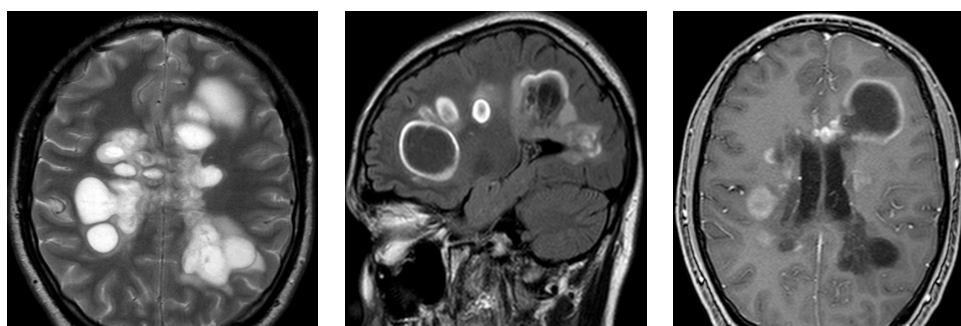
МРТ-изображения в режимах T2 ВИ и FLAIR, 20.05.2020
